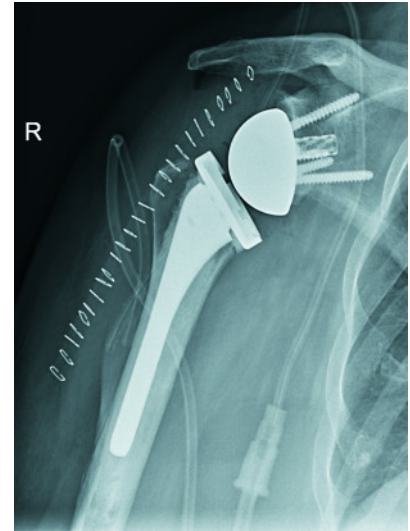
Postoperatives, anteroposteriores Röntgenbild der rechten Schulter bei der gleichen Patientin nach Implantation einer inversen Schulterendoprothese.
